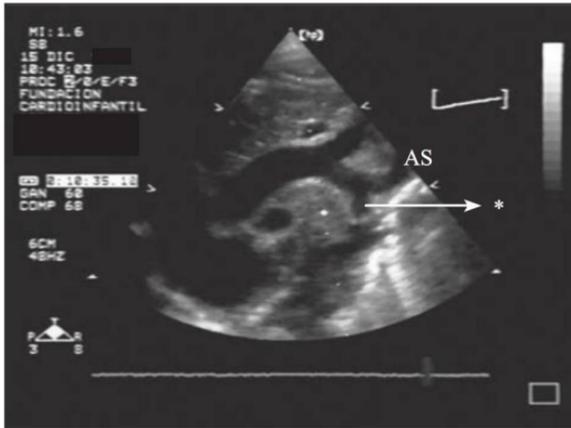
Nótese en este ecocardiograma el sitio de estrechez de la aorta, inmediatamente después de la salida de la arteria subclavia (AS). Se nota además el adelgazamiento del istmo aórtico normal y sitio de la coartación (\*).
